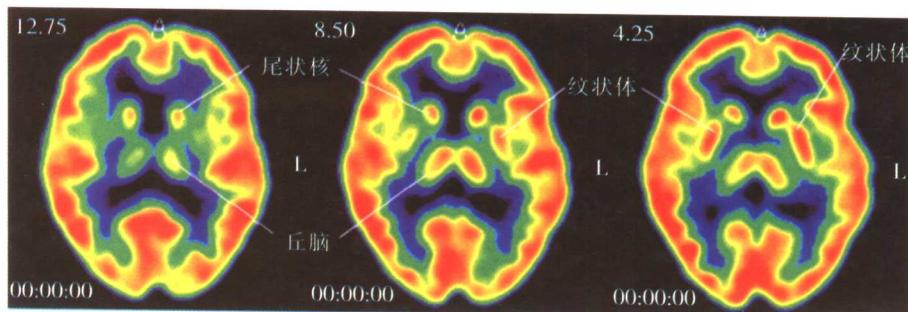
帕金森病基底节神经核团的 PET 表现
